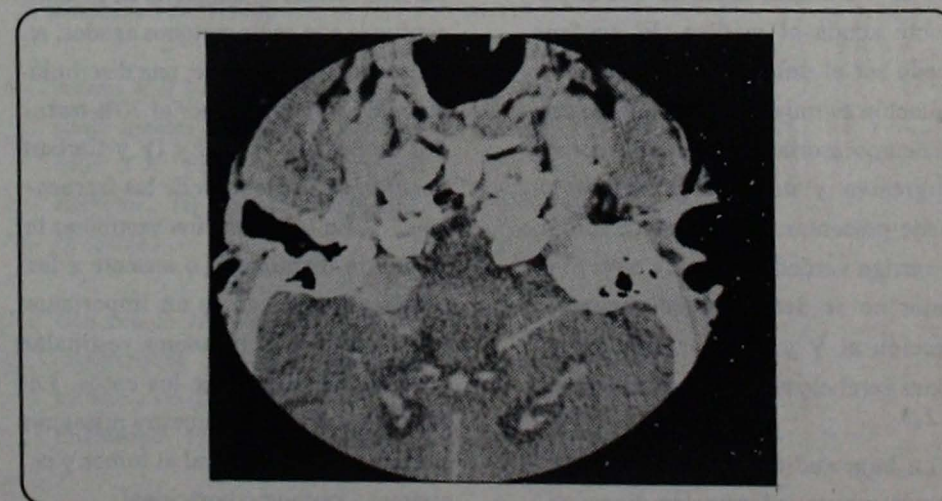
Corte coronal de TC. Masa hipercaptante a nivel del ángulo pontocerebeloso Izq.
